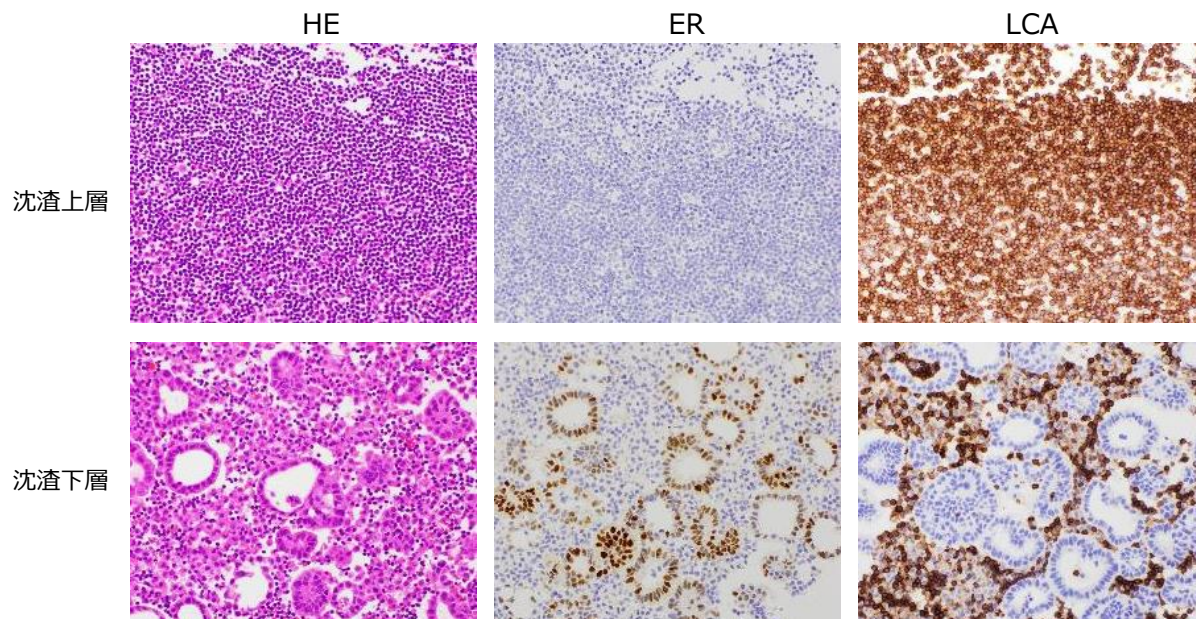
不均一なTC分布を示した胸水セルブロック検体の沈渣層の例
